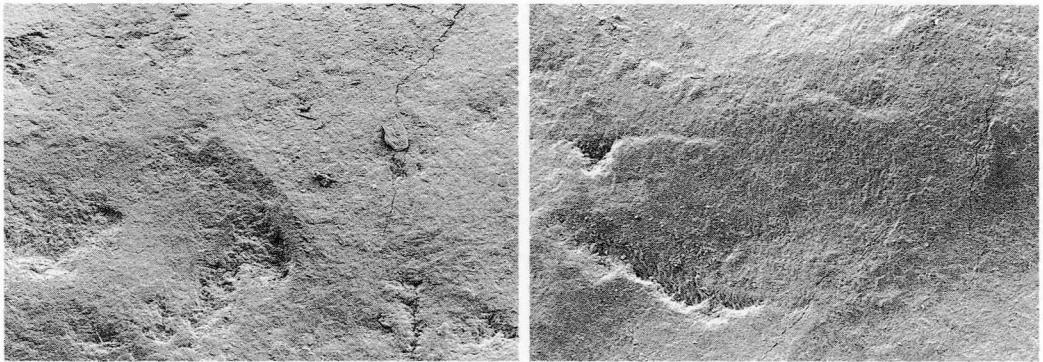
超音波スケーラーによる損傷を受けた歯面 SEM 像（×150）
